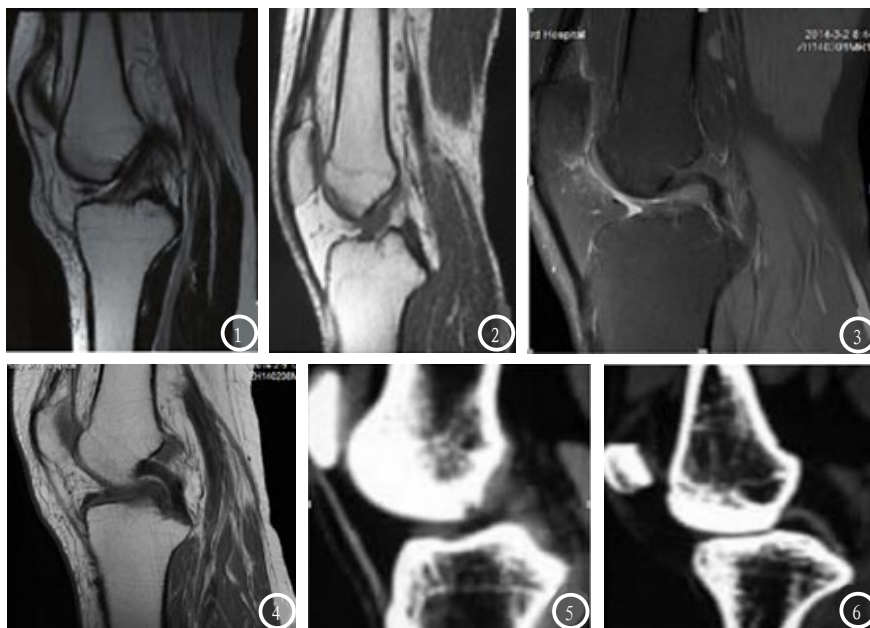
MR图像:正常ACL,矢状面上T2表现为均一低信号;图2-4 MR图像 部分撕裂,矢状面T2表现,信号不均,部分信号中断;图5 MSCT图像 韧带边缘模糊;图6 MSCT图像 后交叉韧带增粗,CT值下降。
